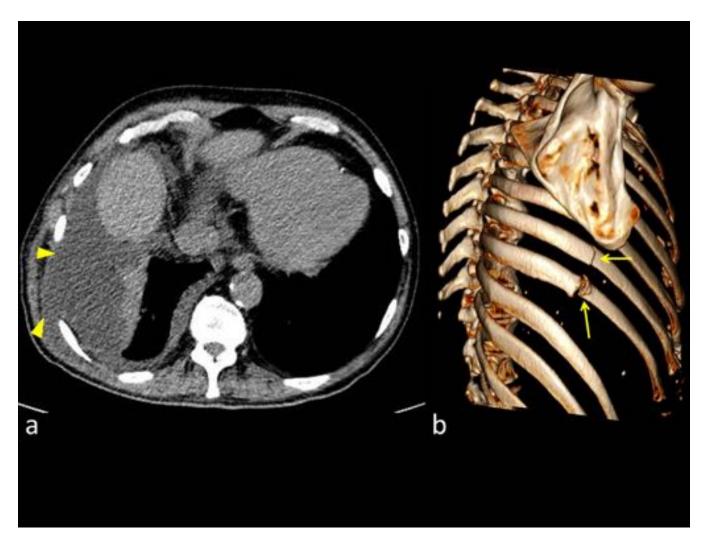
Caso 5: TC corte axial (a) y reconstrucción 3D de estructuras óseas (b). El paciente tuvo antecedente trauma torácico con fractura costal 4 meses antes de haber presentado la hernia. Se ven líneas de fractura en la 7º y 8º costilla derecha (flechas). El paciente acude por presentar disnea + bultoma en hemitórax derecho que aumenta con la inspiración. Se ve que el derrame pleural protruye por fuera de la caja torácica (cabezas de flechas) a través de los arcos costales laterales 8º y 9º.
